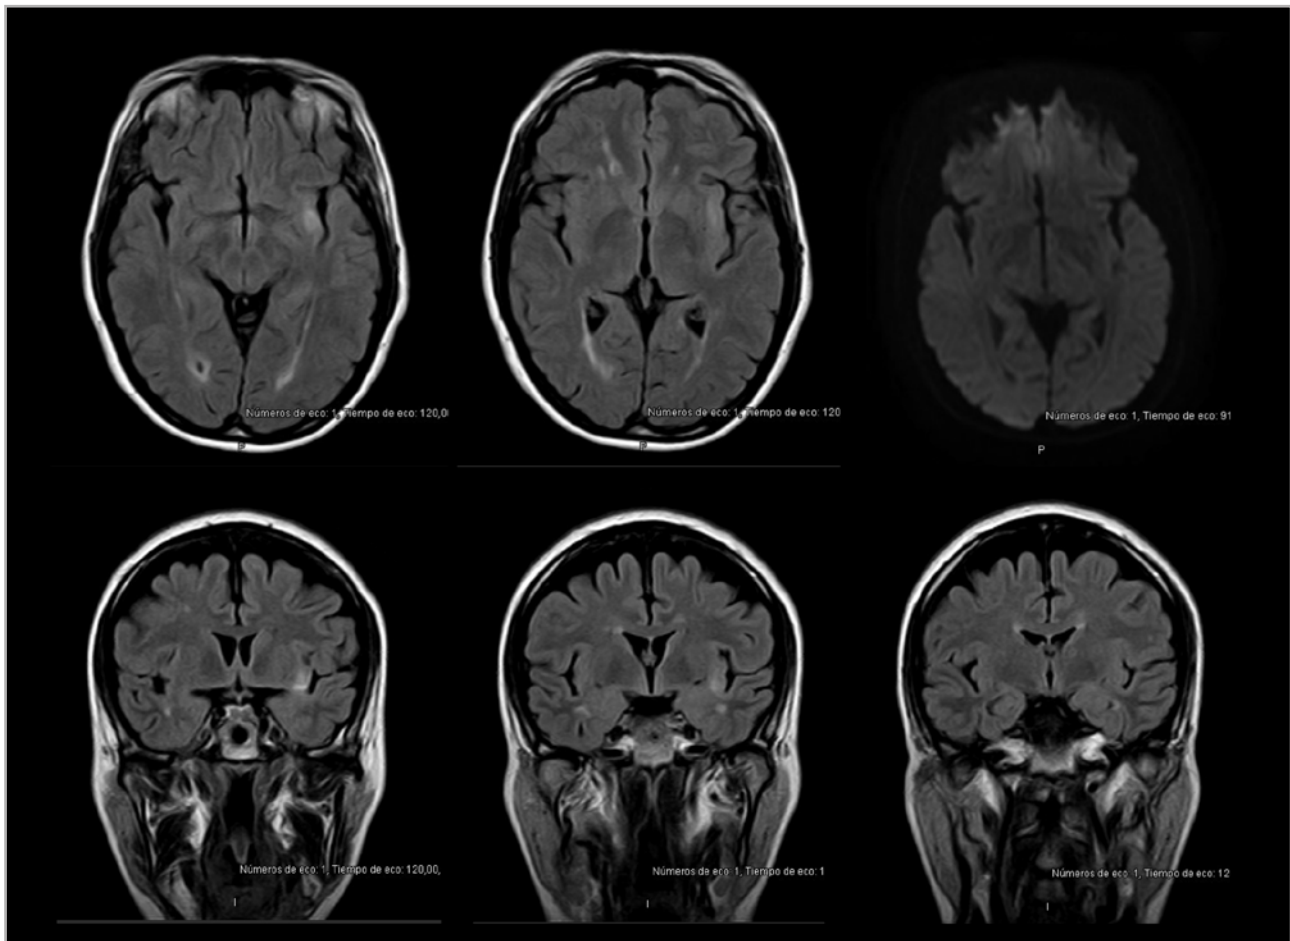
Resonancia magnética craneal (30/01/2020): múltiples lesiones desmielinizantes, lesión periinsular izquierda de reciente aparición. No capta contraste, no hay hiperintensidad de señal en difusión.
